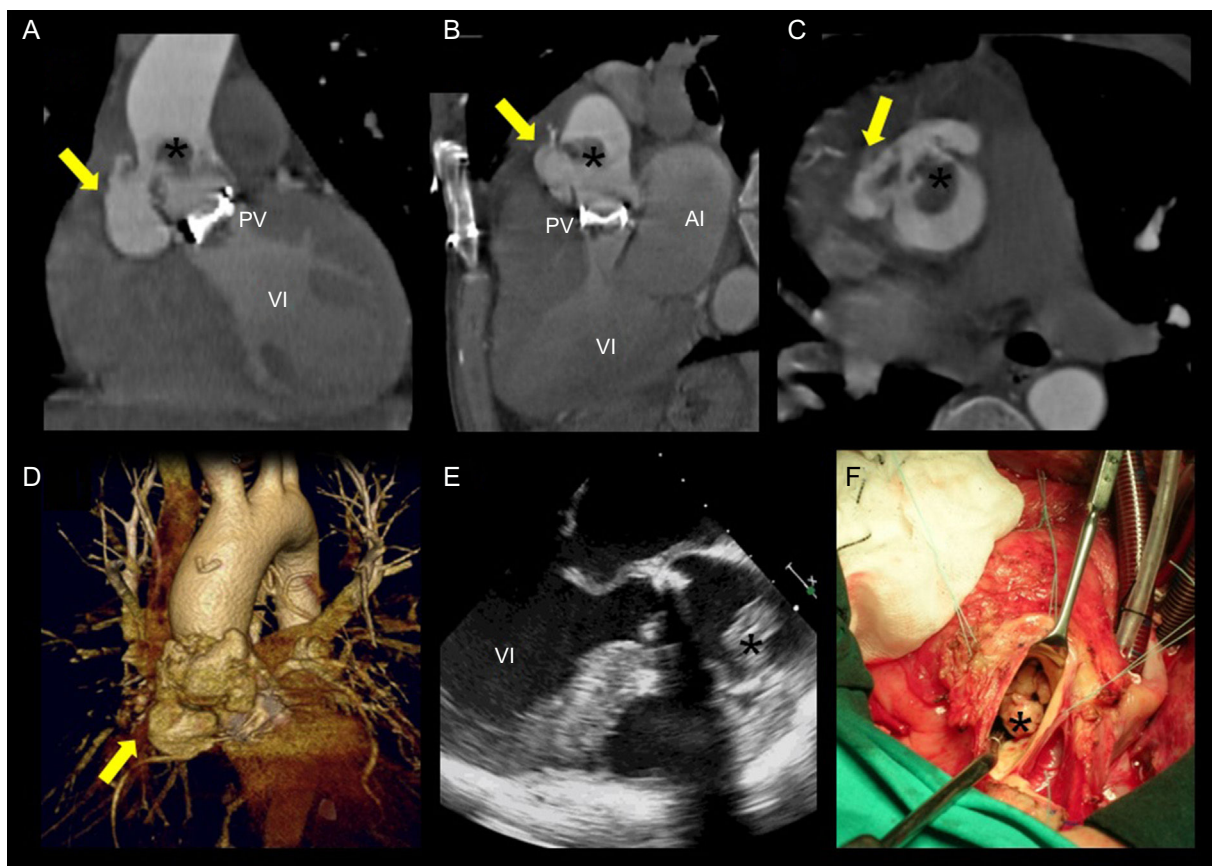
Endocarditis sobre prótesis aórtica mecánica con pseudoaneurisma en la raíz aórtica. La tomografía computarizada con multidetectores identificó un pseudoaneurisma en el seno de Valsalva derecho (flecha amarilla) en los plano coronal (A), sagital (B) y axial (C), y en la reconstrucción tridimensional (D), junto con una gran vegetación anclada en la aorta ascendente proximal (*). En la ecocardiografía transesofágica (E) se visualizó la vegetación, pero no se detectó el pseudoaneurisma. Estos hallazgos fueron confirmados durante la cirugía (F). AI: aurícula izquierda; PV: prótesis valvular aórtica mecánica; VI: ventrículo izquierdo.
